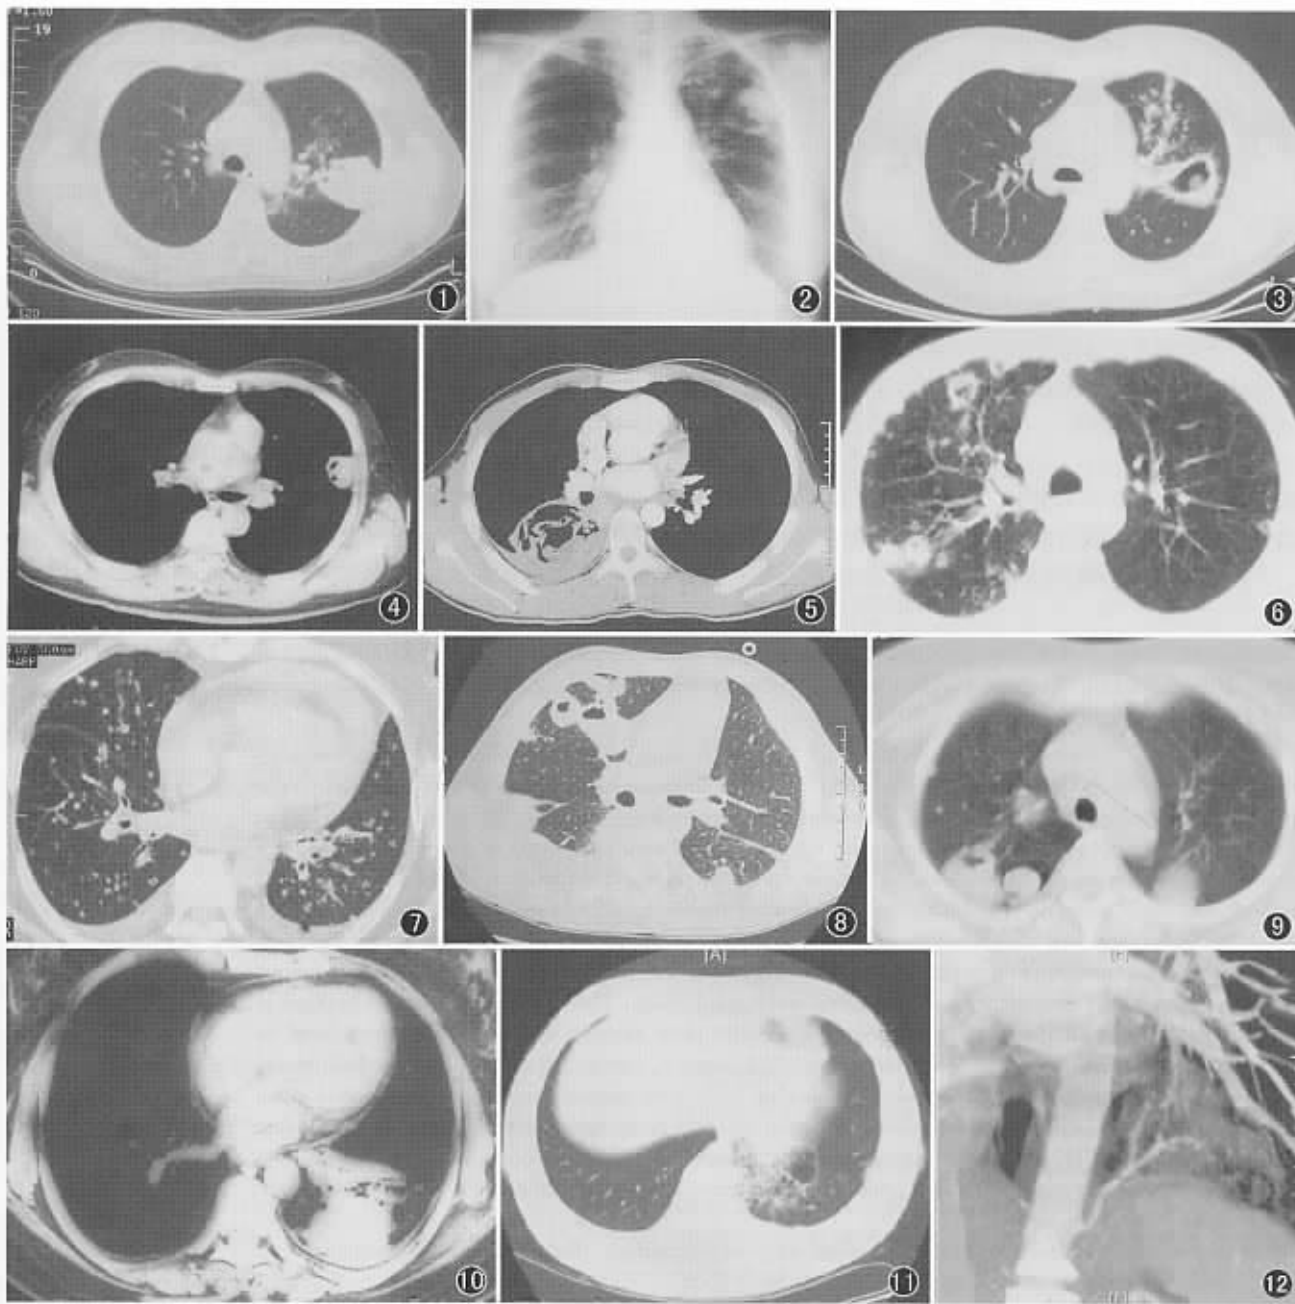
左上肺结核球,较小的空洞位于病变的肺门侧,周围有卫星灶 图 2 同图 1 病例 4 个月后空洞增大,呈新月状,偏于肺门侧,可见引流支气管 图 3 同图 1 病例 6 个月后形成类圆形空洞,未液化的干酪物质形成壁结节 图 4 左上肺新型隐球菌病,病灶内有小空洞 图 5 右肺细粒棘球蚴囊肿,内囊破裂。囊腔内有液体、气体影及不规则的条状影像,部分条状影位于液体之上 图 6 肺结核两肺多发空洞,有的空洞与引流支气管相连。空洞大小不一,有卫星病灶 图 7 结肠癌肺转移多发空洞,合并大小不一的多个结节影像 图 8 多发性肺脓肿空洞,空洞壁厚,空洞内有液平 图 9 肺淋巴瘤多发空洞,空洞壁厚 图 10 左下叶肺结核干酪性肺炎,呈大片状实变影像,其内有多个小空洞,边缘不规则,呈虫噬样 图 11 左下叶后基底段肺隔离症形成多个囊肿 图 12 同图 11 病例,CT 增强多平面重建显示来自腹主动脉的供血动脉,供血动脉到肺隔离症病变内
